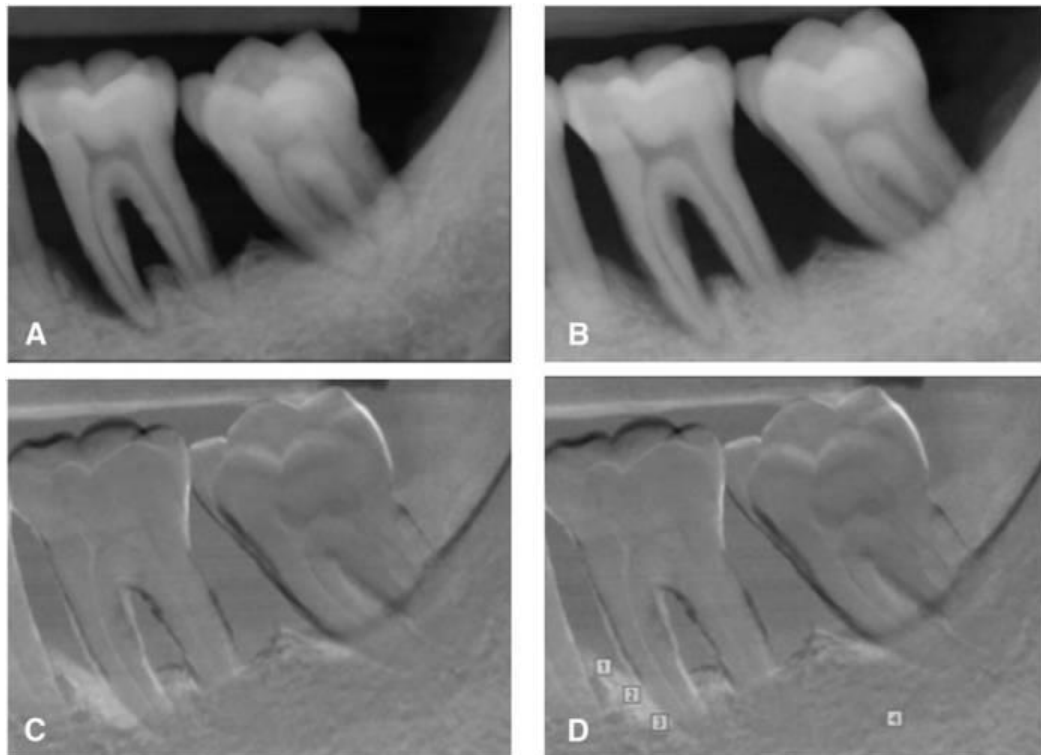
A. Radiografía pretratamiento, B. 6 meses pos-tratamiento, C. Imagen de sustracción, D. Representación de las 3 regiones de interés situadas dentro del defecto y el cuarto sitio de interés colocado en un lugar distante de las regiones donde se realizó raspado y alisado radicular.¹⁵
